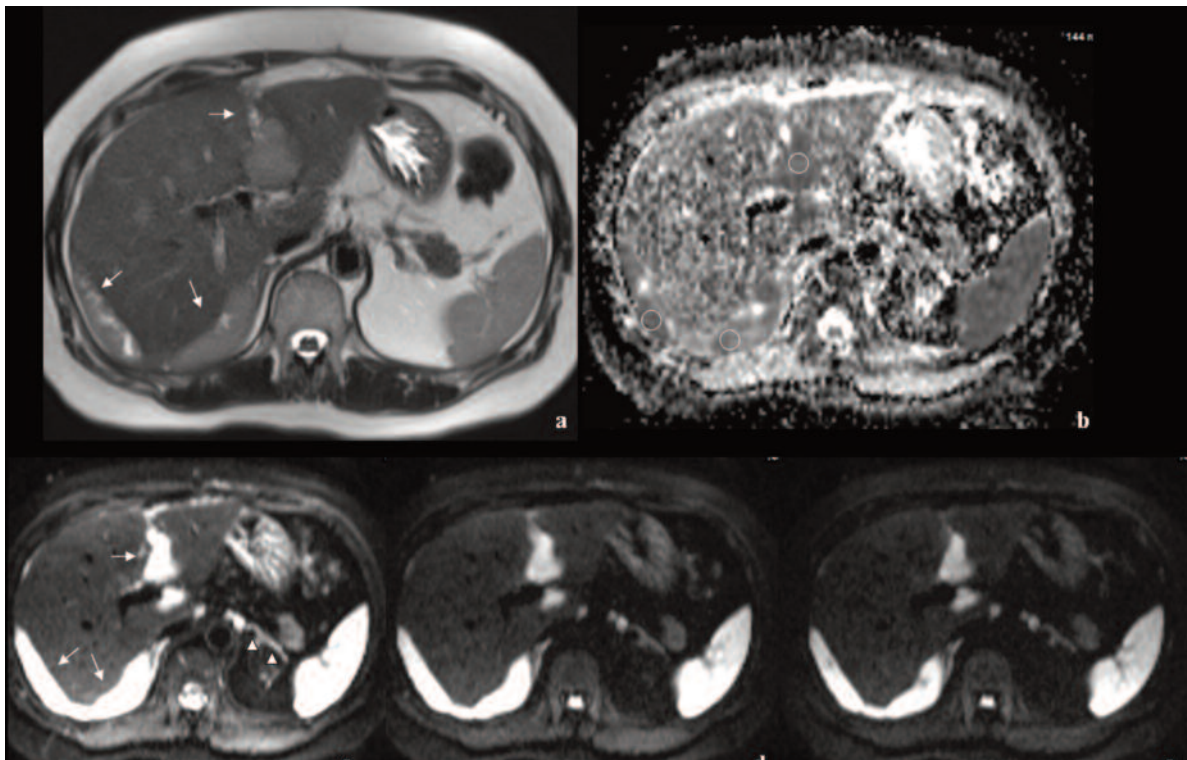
a, b, c, d, e Immagine acquisita sul piano assiale con sequenza Haste T2 (a). Mappa ADC (b) e immagini DWI con b-value 40/400/800 (c, d, e).
